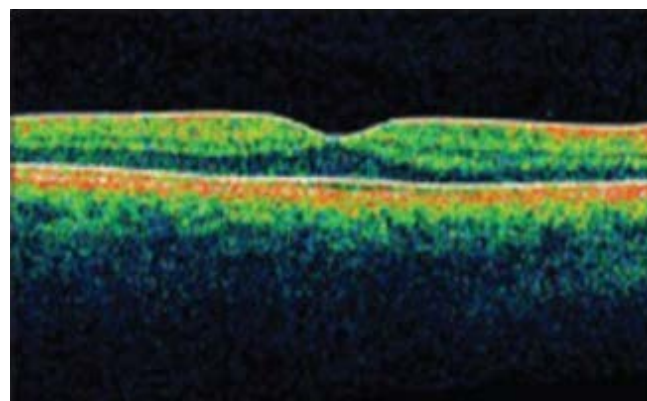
Оптическая когерентная томография. Линейное сканирование в области нормальной макулы сетчатки [129]
